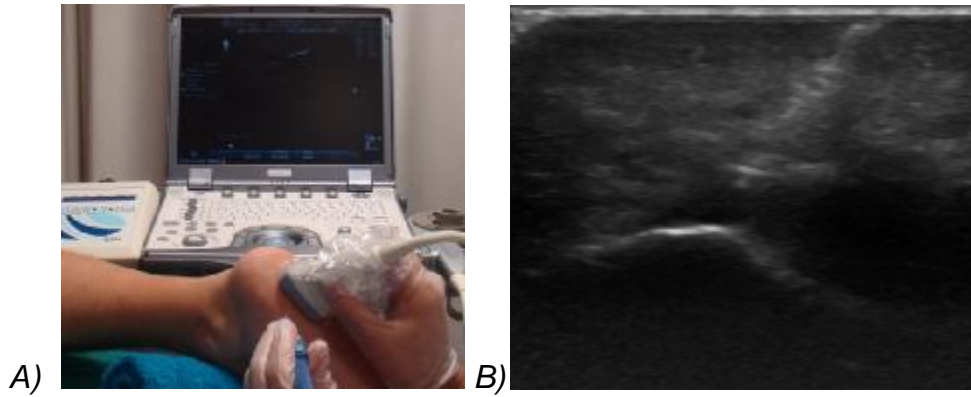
A) Tratamiento mediante electrolisis percutánea intratisular (EPI®) eco-dirigida en el tubérculo inferior del calcáneo. B) Ecografía post-intervención con EPI eco-dirigida donde se observa una línea reflectante hiperecótica que corresponde a la electrolisis intra-aponeurótica.
